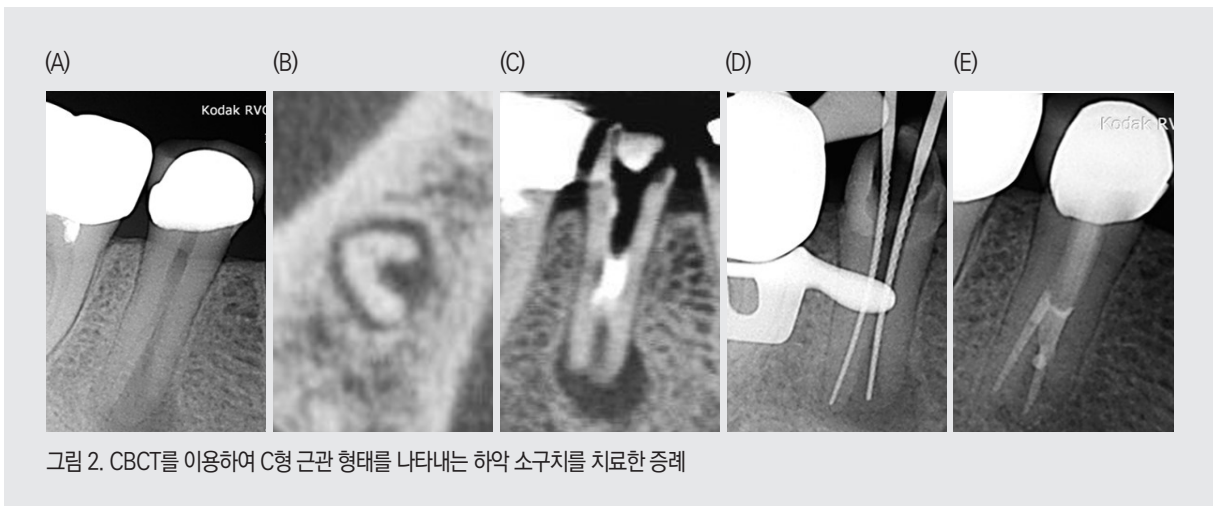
CBCT를 이용하여 C형 근관 형태를 나타내는 하악 소구치를 치료한 증례
